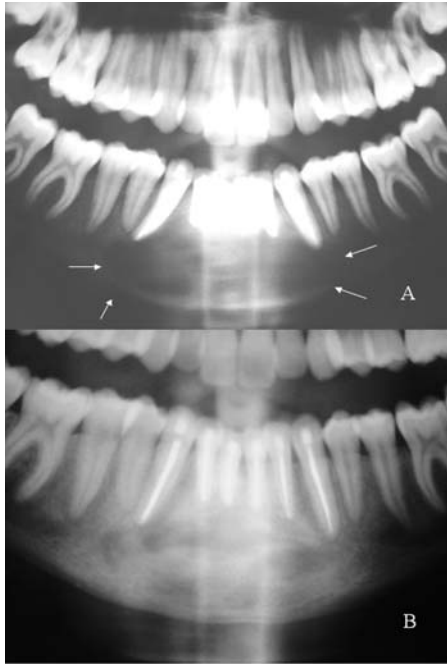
Ortopantomografía después de realizadas endodoncias y antes del tratamiento quirúrgico inicial (A): se observa imagen lítica unilocular que afecta a la sínfisis mandibular; ortopantomografía 5 años después del tratamiento inicial (B) en la que se objetiva normal consolidación ósea del área tratada.
